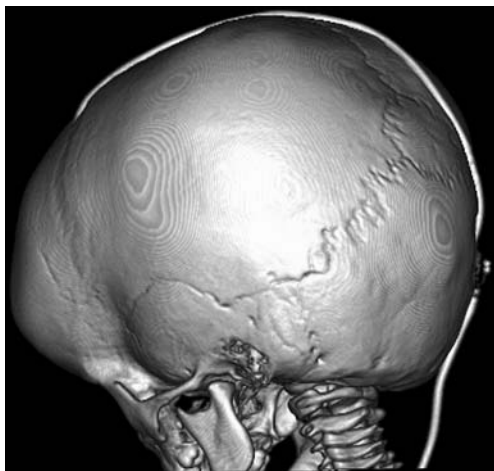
МСКТ того же ребенка, что на рис. 1. 3D-реконструкция в костном режиме. Объемное изображение «собранного» шунта: кисто-вентрикулярное соустье + кистоперитонеостомия
